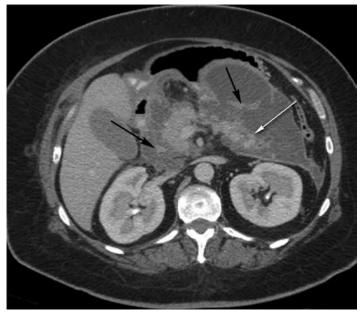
КТ пациентки Р., 48 лет, с идиопатическим панкреонекрозом. Отмечается некроз хвоста поджелудочной железы (белая стрелка). Вокруг головки и кпереди от тела железы отмечаются зоны перипанкреатического некроза (черные стрелки).
